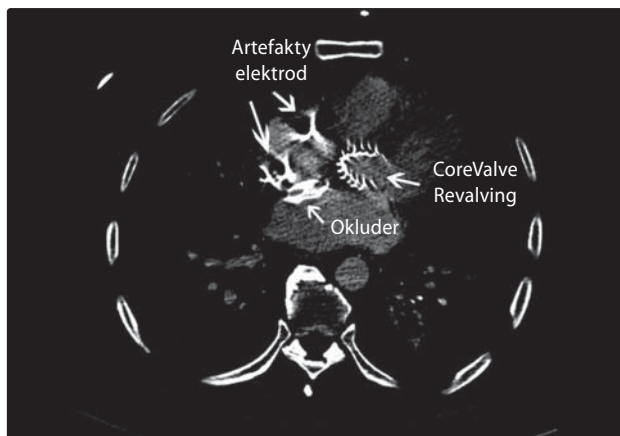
CT rekonstrukce TAVI a okluderu Figulla
